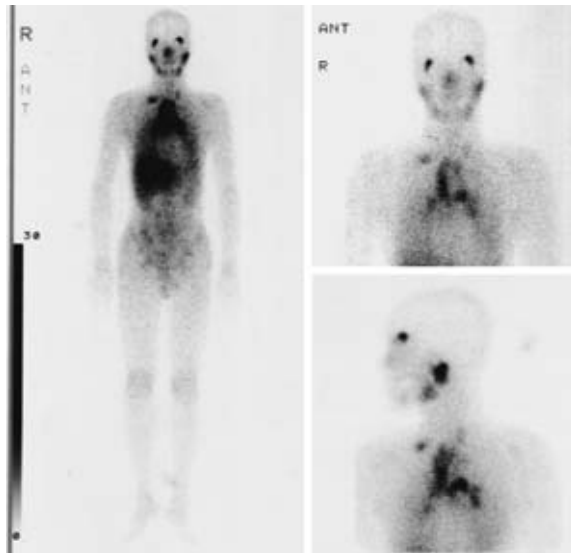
^{67}Ga -citrate scintigram showed abnormal uptake in the orbits, the parotid glands, and lymph nodes of mediastinum and bilateral hilus.
